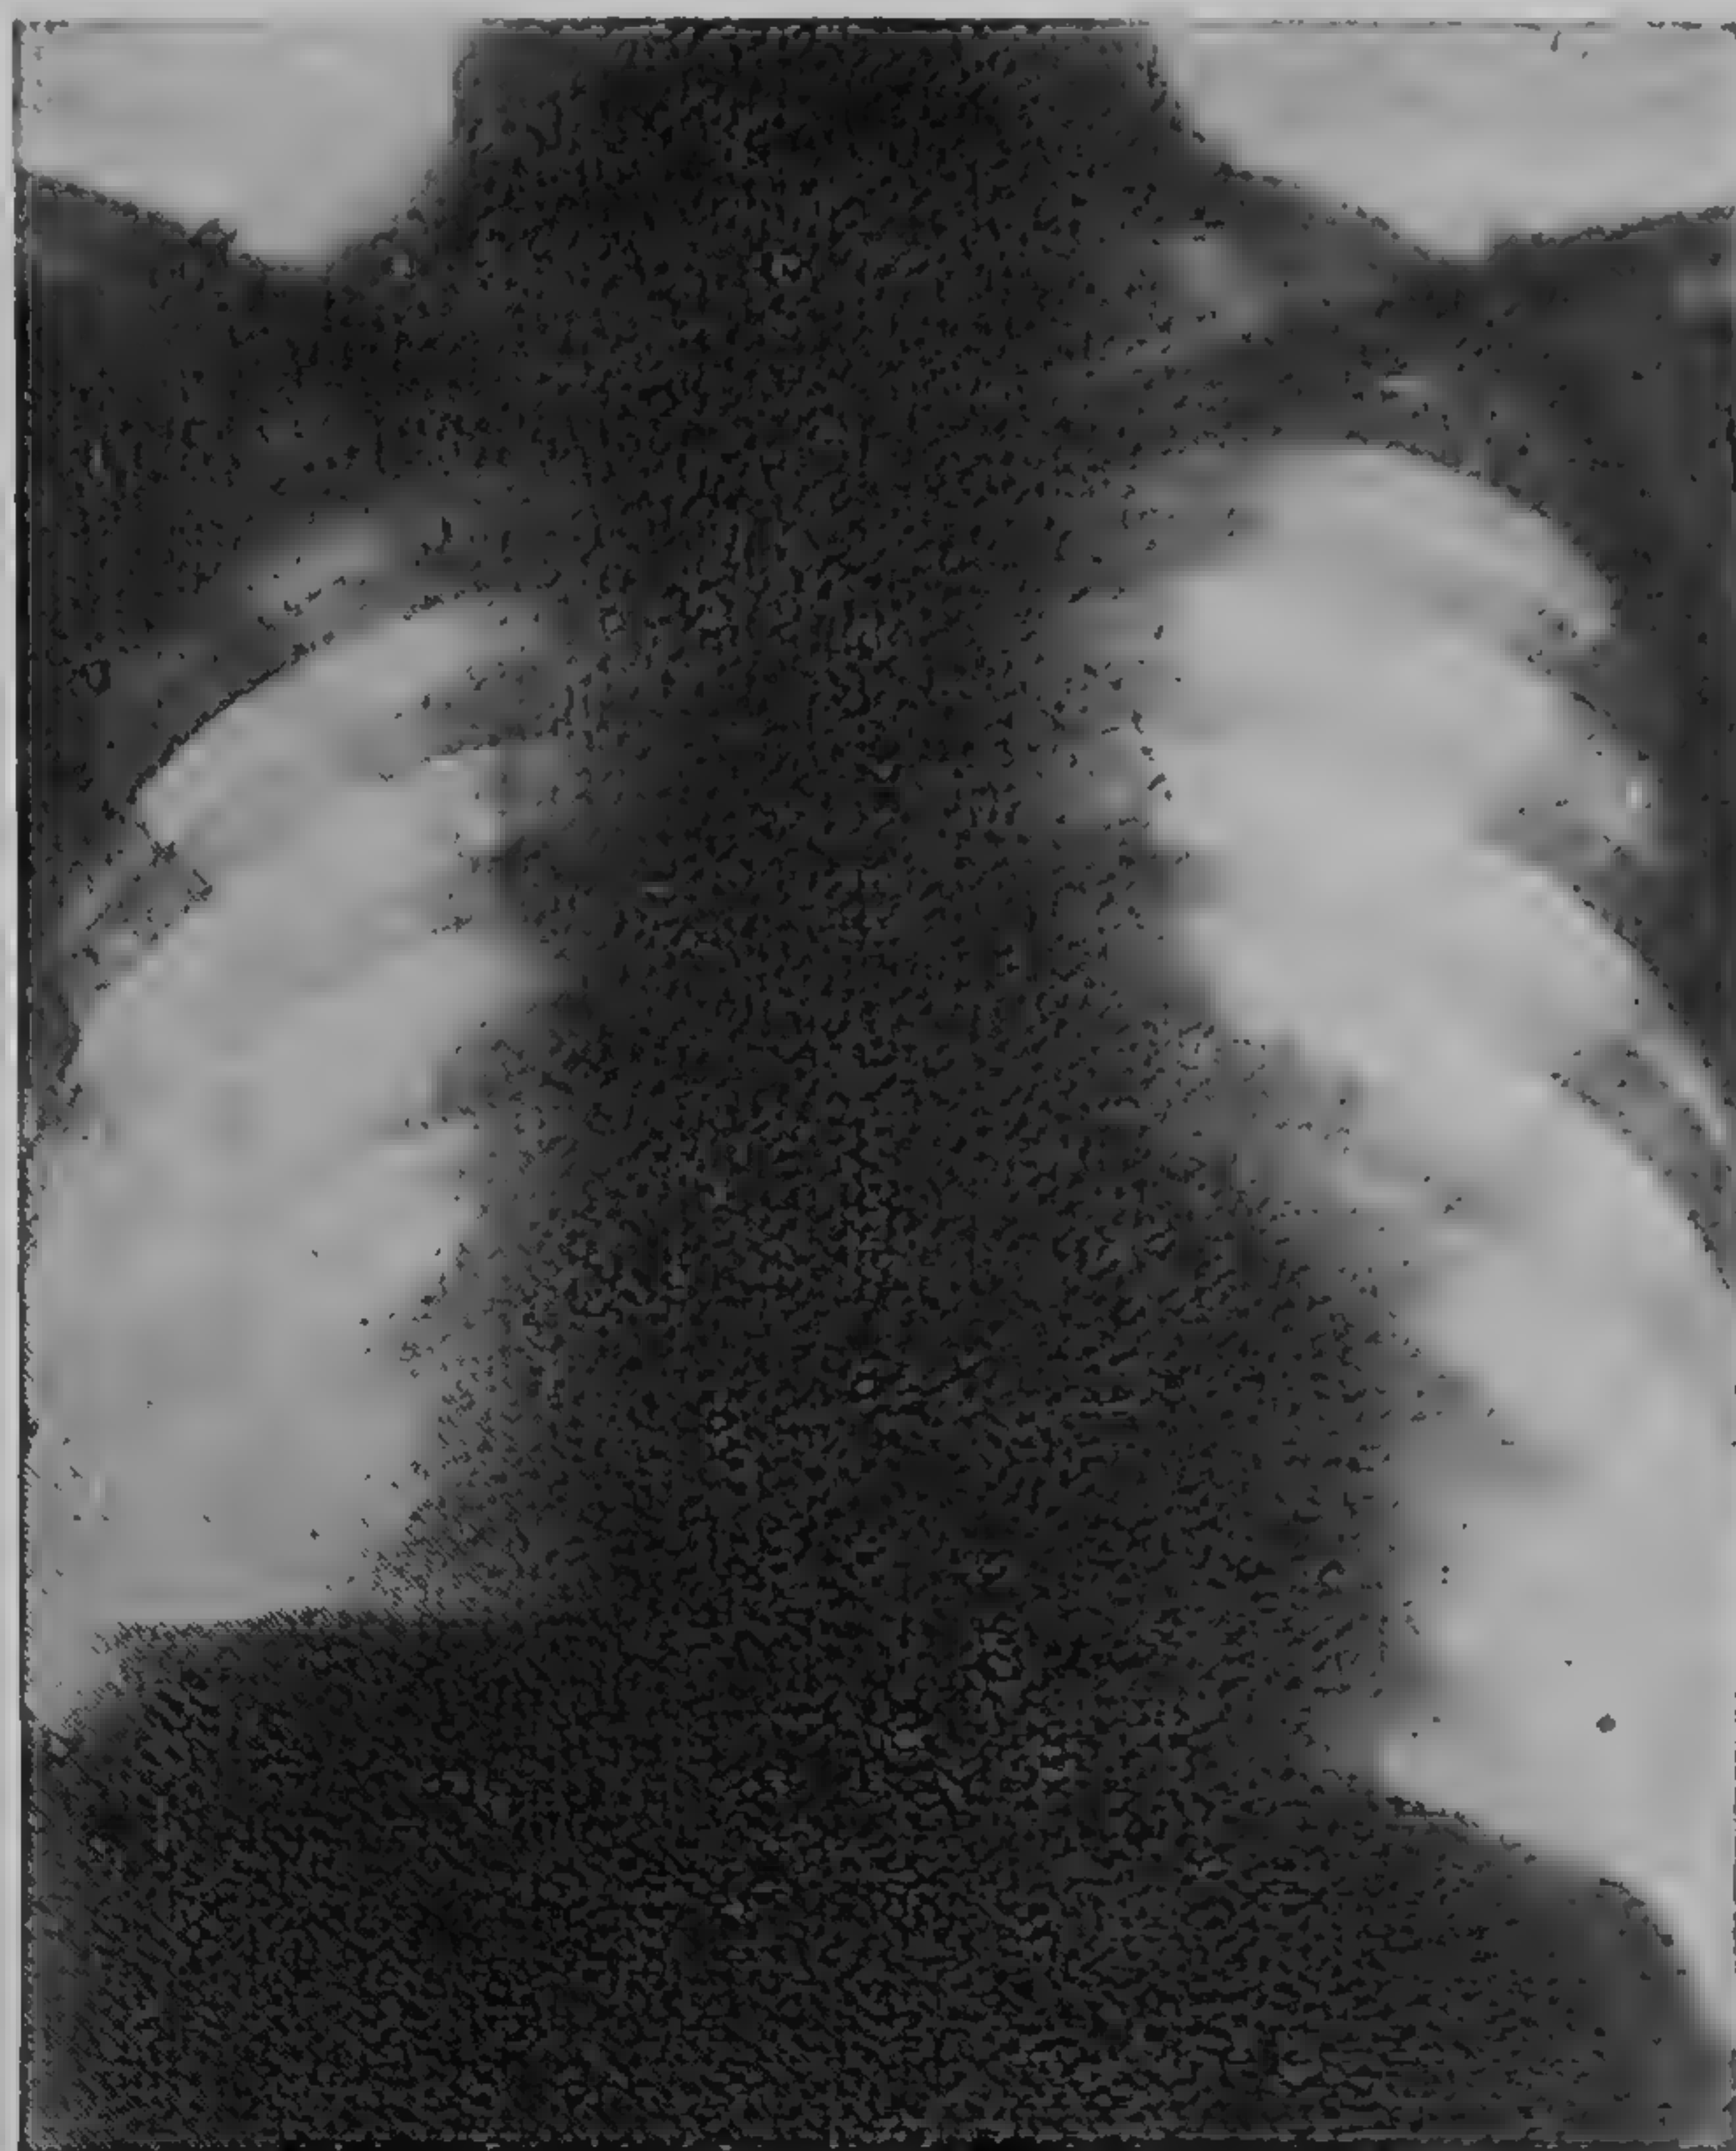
Aspect radiografic la un an după executarea unei lobectomii inferioare drepte. Se vede ridicarea hemidiafragmei de partea dreaptă și pahipleurită bazală dreaptă (radiografie dr. Sănda Boiu)
